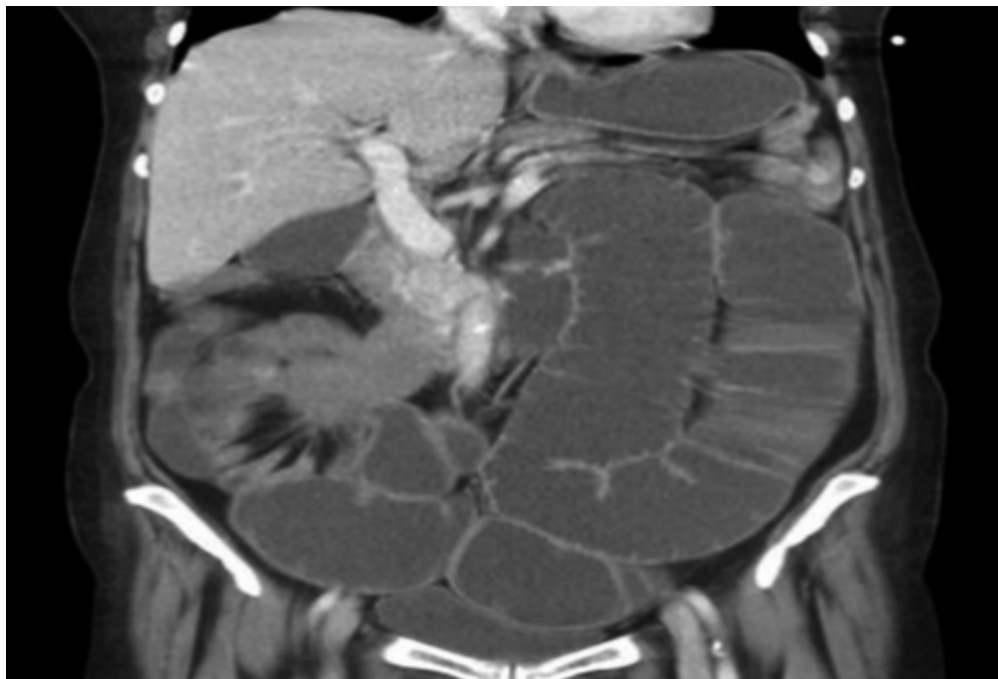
TC abdomen dilatación del área gástrica e intestino delgado con masa sólida de carácter infiltrante que atrapa intestino delgado de forma completa así como la estructuras vasculares de la raíz del meso.
